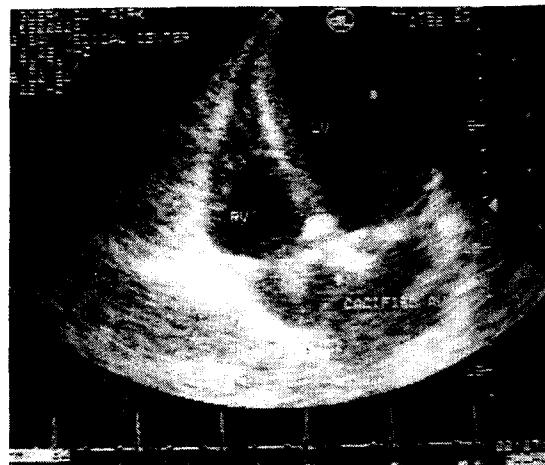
Echocardiogram : Severe calcification of aortic valve.
